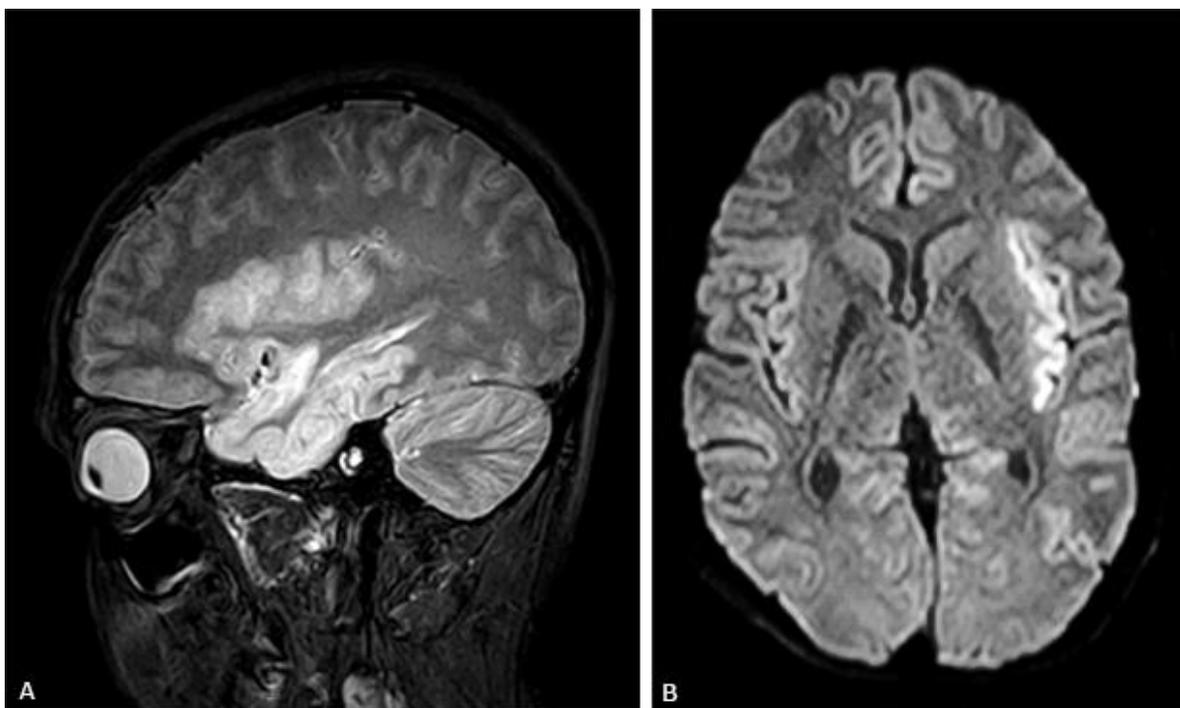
Resonancia magnética nuclear cerebral. A) corte sagital; B) corte axial. Muestra hiperintensidad en la región cortical temporal izquierda.
